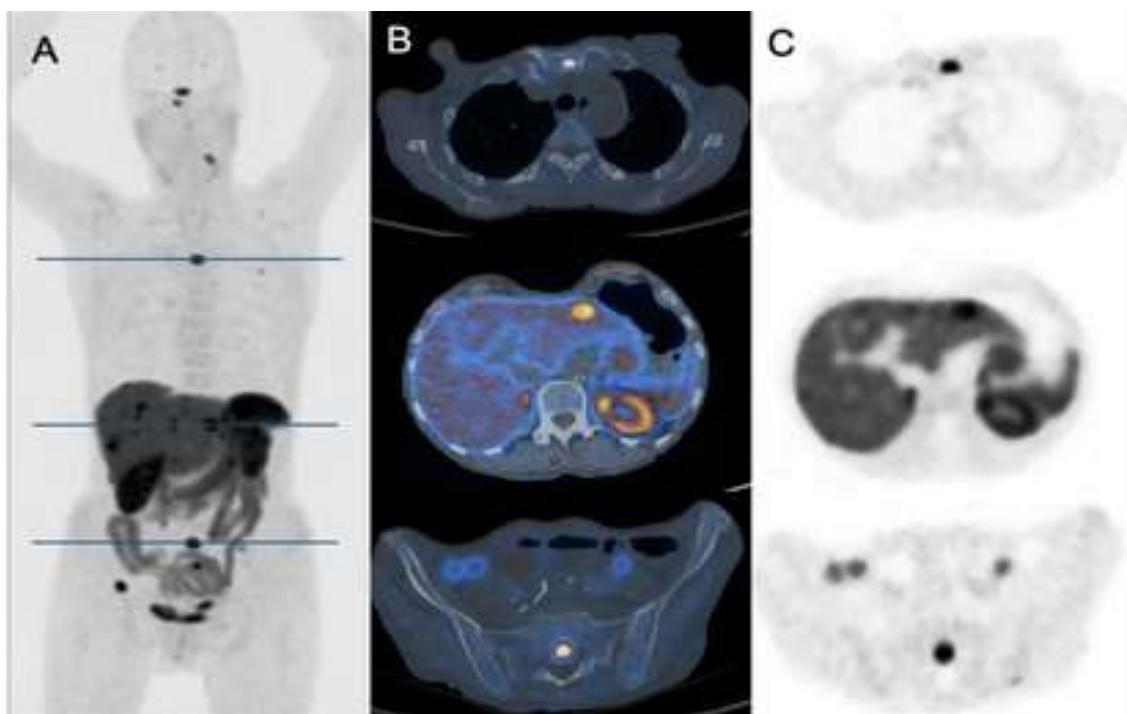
TEP/TDM au 68Ga-DOTATATE chez une patiente de 78 ans présentant une TNE de l'intestin grêle avec des métastases hépatiques et osseuses [89]
